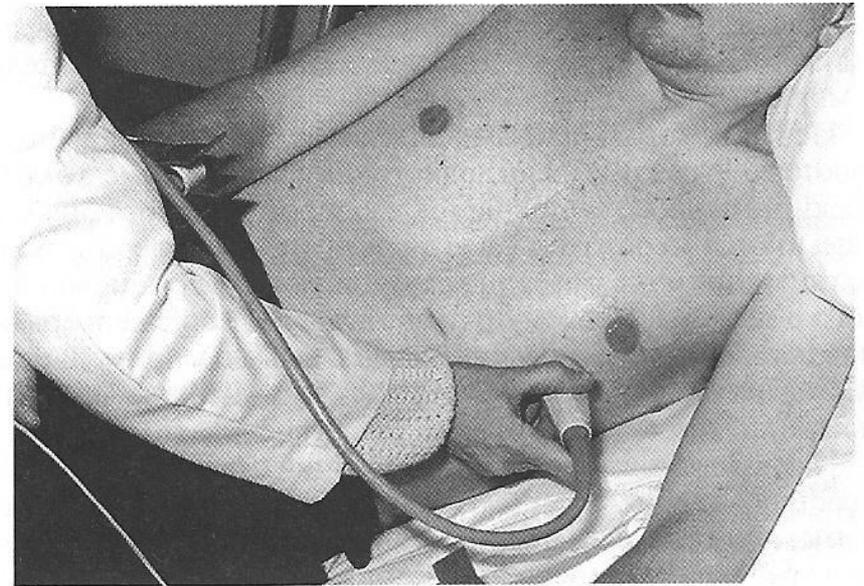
Эхокардиографический датчик, размещенный в апикальной позиции.
